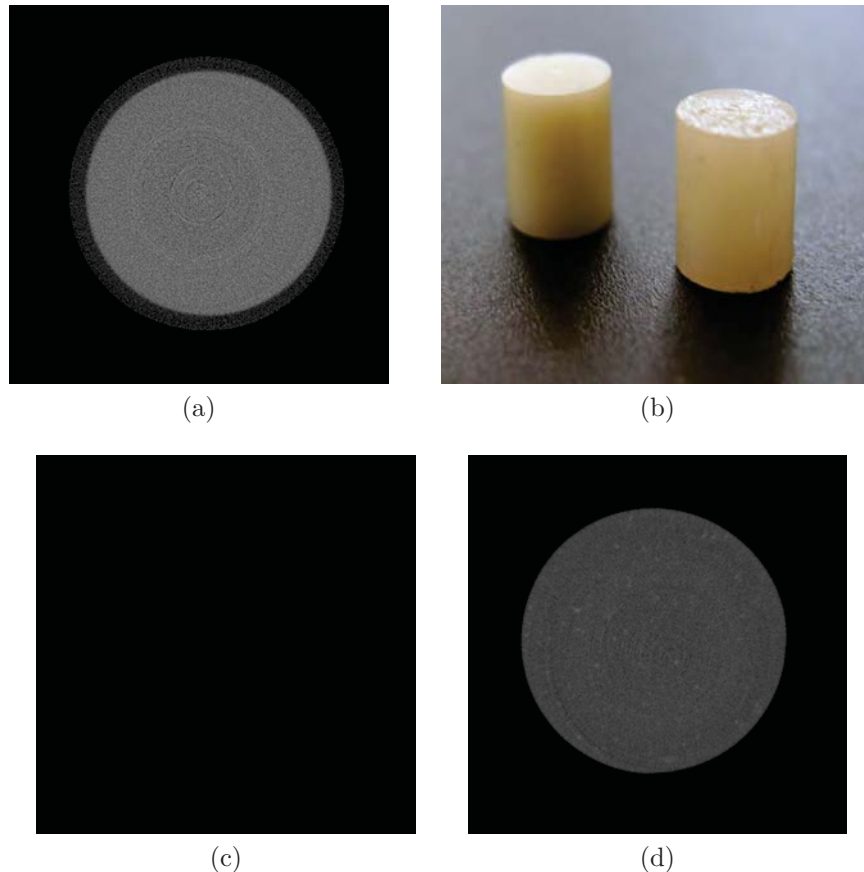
Acquisition des fantômes d'hydroxyapatite pour la calibration de la mesure du degré de minéralisation par tomographie : (a) reconstruction d'une éprouvette contenant de l'eau pour la calibration du système en unités Hounsfield; (b) fantômes d'hydroxyapatite fournis par le constructeur du scanner; (c) reconstruction du fantôme contenant $0,25 g.cm^{-3}$ d'hydroxyapatite; (d) reconstruction du fantôme contenant $0,75 g.cm^{-3}$ d'hydroxyapatite.
